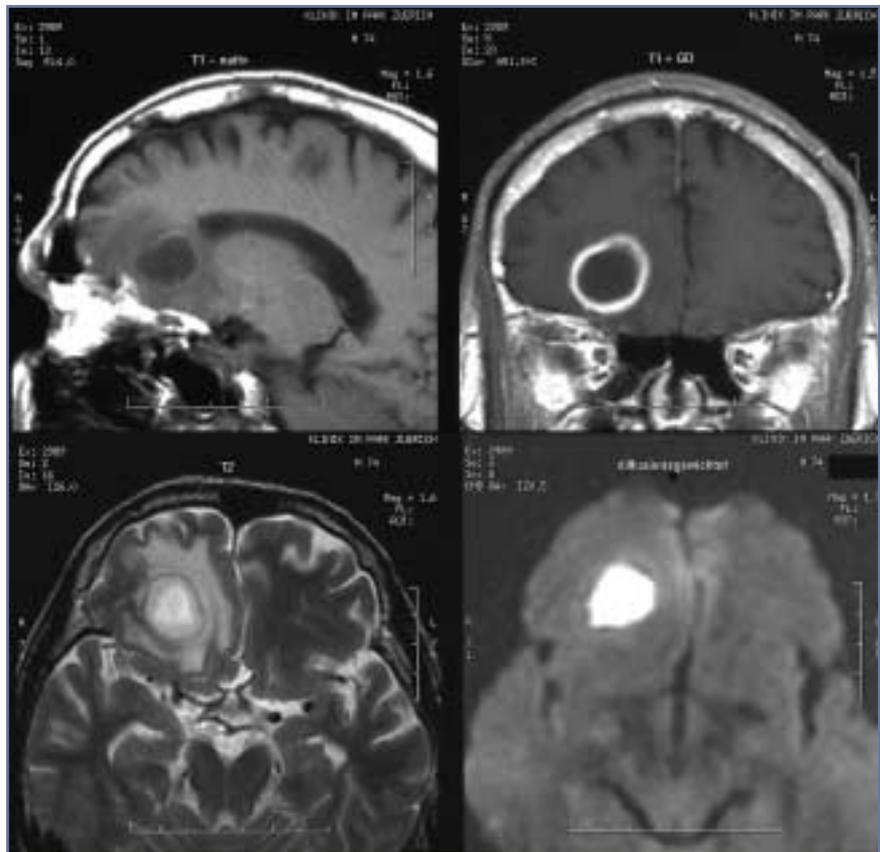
Hirnabszess mit erhöhtem DWI-Signal in der Nekrose.
